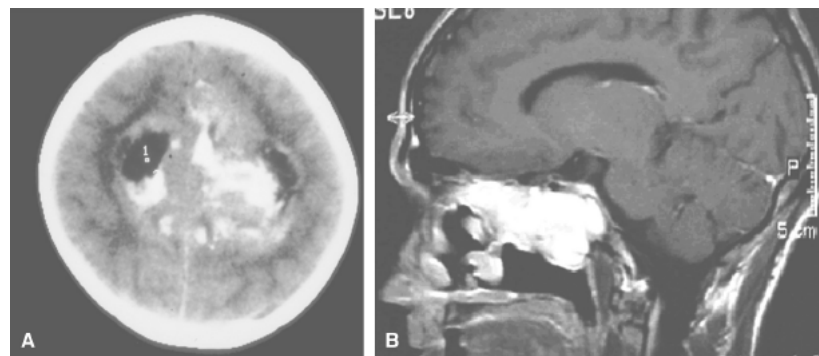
A. Teratoma. Tomografia computadorizada mostrando teratoma. B. Condroma. Ressonância magnética do crânio evidenciando condroma na base anterior do crânio. (Imagens cedidas por Giovanna Martins – Instituto de Neurologia de Goiânia.)
